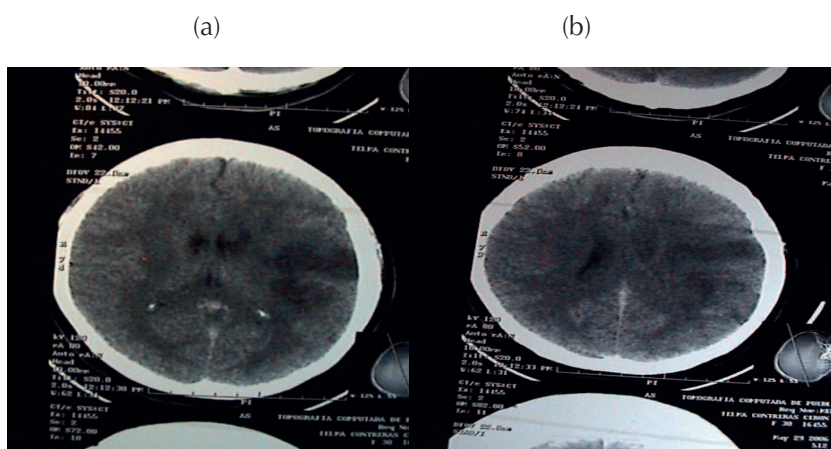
(a) TAC de cráneo que muestra microinfartos en la zona frontal y parietal del hemisferio izquierdo de posible origen embólico, (b) se aprecia hipointensidad desde la ínsula hasta la corteza parietal izquierda.
